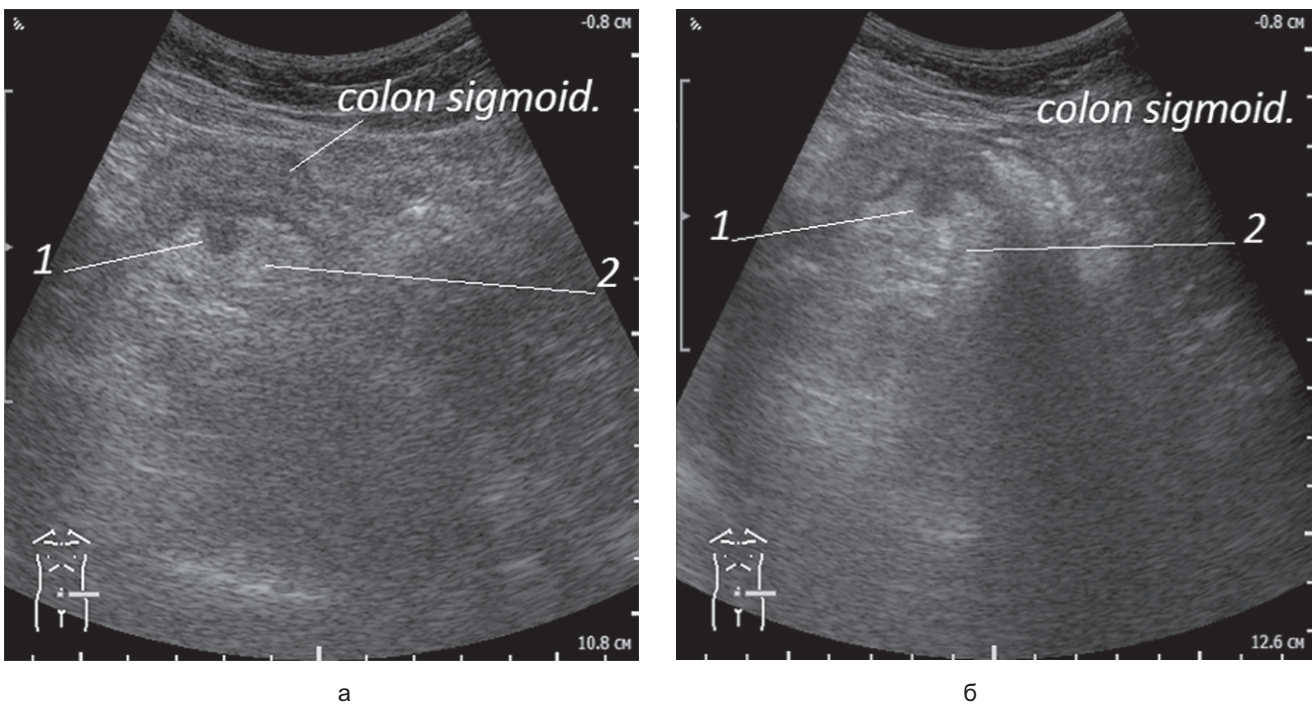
УЗИ сигмовидной ободочной кишки. Острый дивертикулит. Выраженная локальная болезненность:
